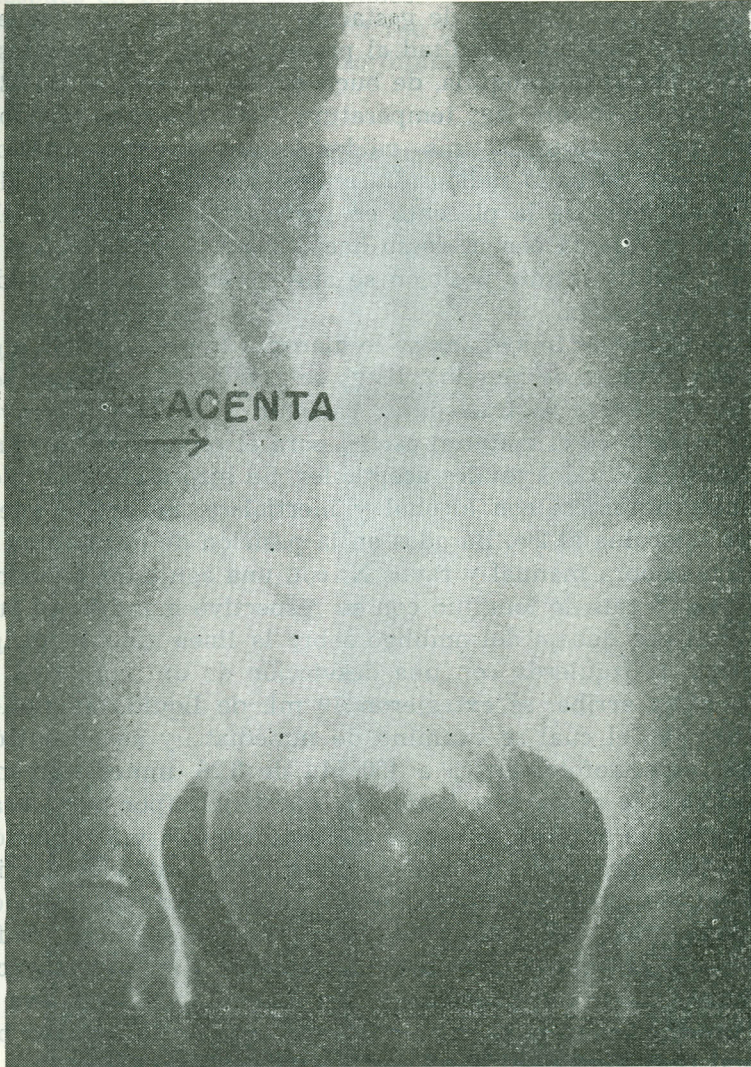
Radiografía anteroposterior mostrando la placenta en la parte lateral derecha y el feto en posición lateral izquierda.
